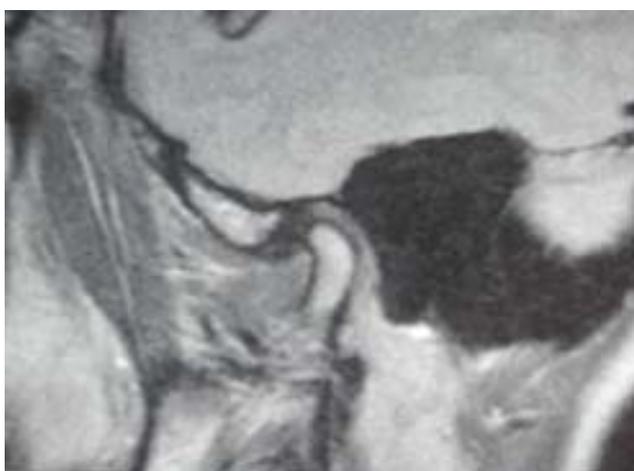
RMN sagittale sinistra.
